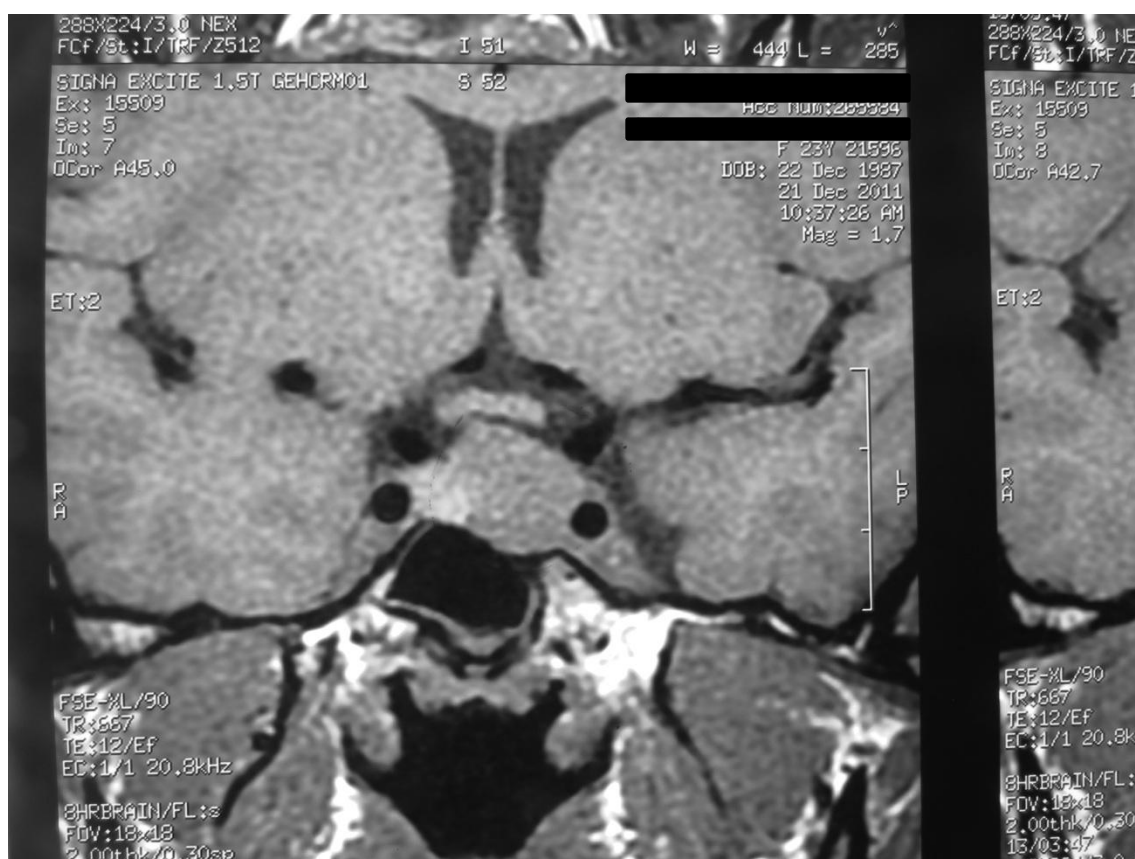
Ressonância magnética da sela turca, em T1, coronal, sem contraste, mostrando tumoração heterogênea com invasão do seio cavernoso à esquerda e em íntimo contato com o quiasma óptico realizada dezenove meses após o início do tratamento com a cabergolina.
